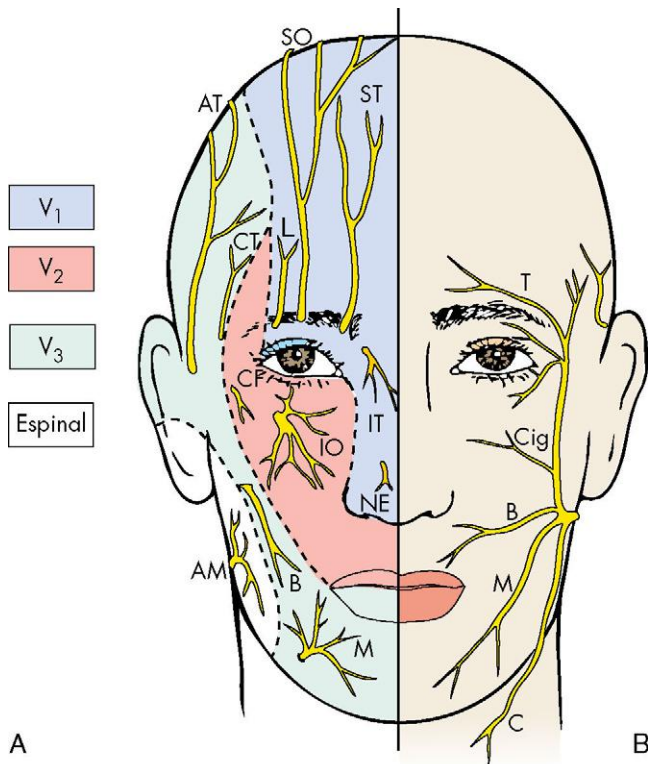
A, Nervios cutáneos de la cara. V₁ (nervio oftálmico): NE, nervio nasal externo; IT, nervio infratroclear; L, nervio lagrimal; SO, nervio supraorbitario; ST, nervio supratroclear. V₂ (nervio maxilar): IO, nervio infraorbitario; CF, nervio cigomático-facial; CT, nervio cigomático-temporal. V₃ (nervio mandibular): AT, nervio auriculotemporal, B, nervio bucal; M, nervio mentoniano. Nervio espinal: AM, nervio auricular mayor. B, Nervios motores de los músculos de la expresión facial. Ramos faciales del nervio craneal (NC) VII: B, ramos bucales; C, ramos cervicales; M, ramos mandibulares; T, ramos temporales; Cig, ramos cigomáticos. (Datos de Liegbott B: *The anatomical basis of dentistry*, 3.ª ed., St. Louis, 2010, Mosby.)
